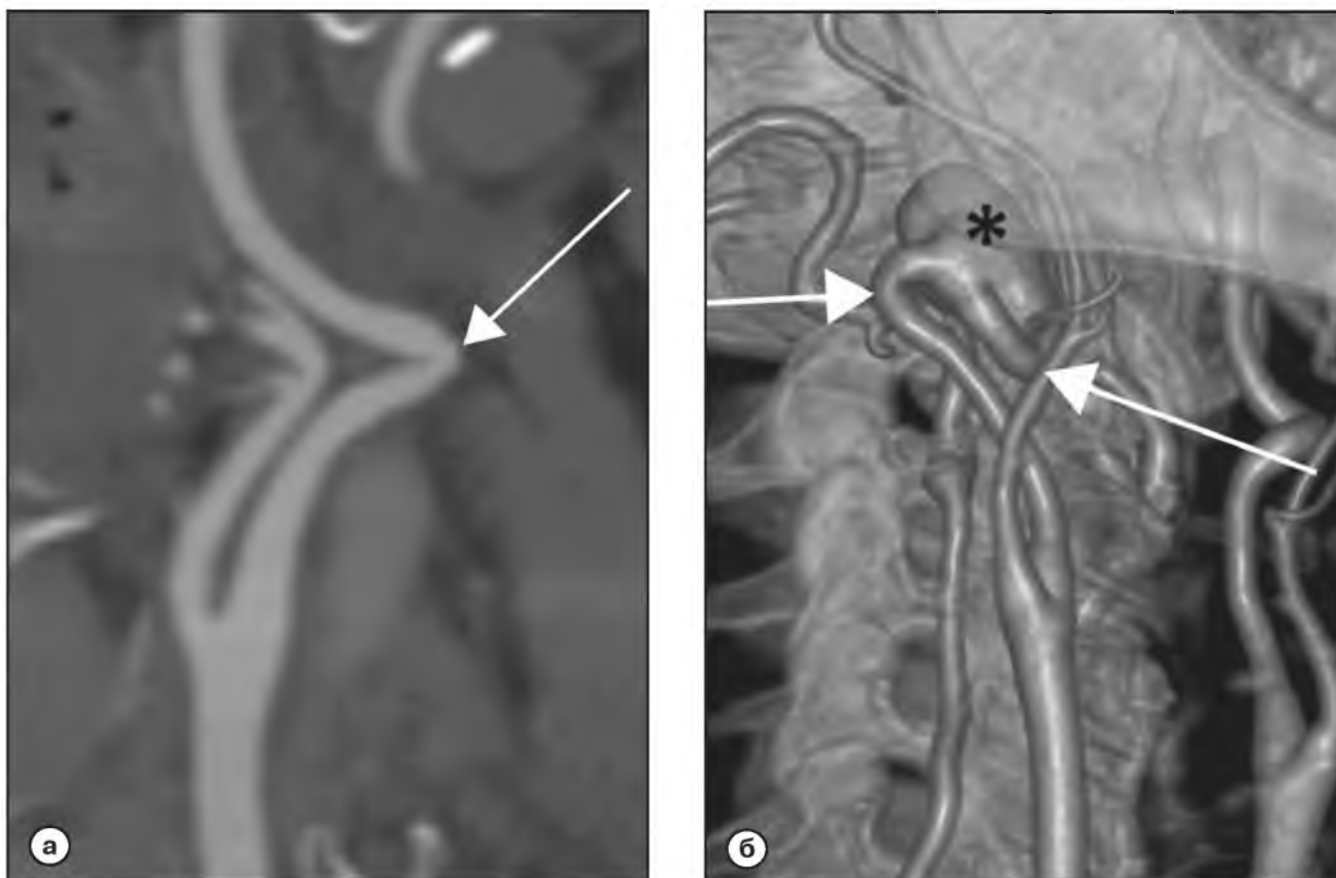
КТ-ангиография внутренних сонных артерий, артериальная фаза, трехмерная реконструкция.
